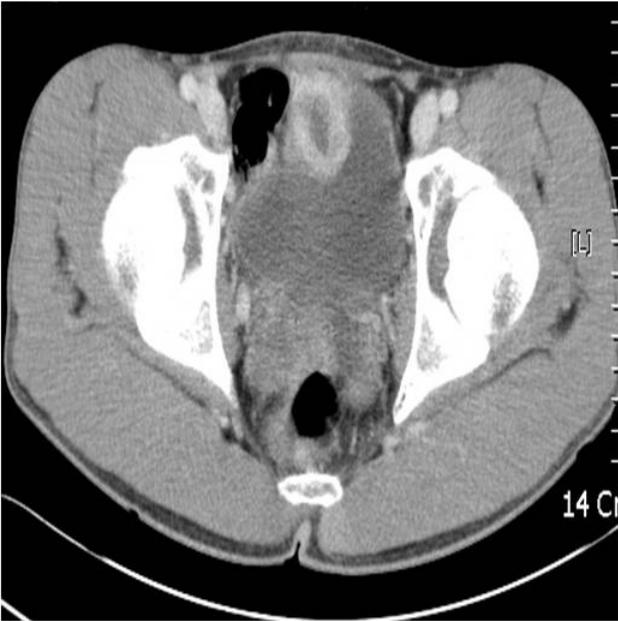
Pelvic computed tomography shows a 3.2×3.0-cm mass (arrow) with peripheral enhancement and an irregular margin at the anterior aspect of the bladder dome.
